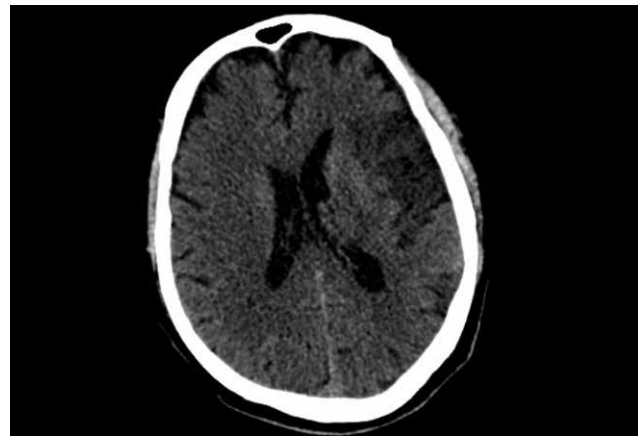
Компьютерная томограмма головного мозга больной К., 1945 г.р. от 21.07.2011 г.
